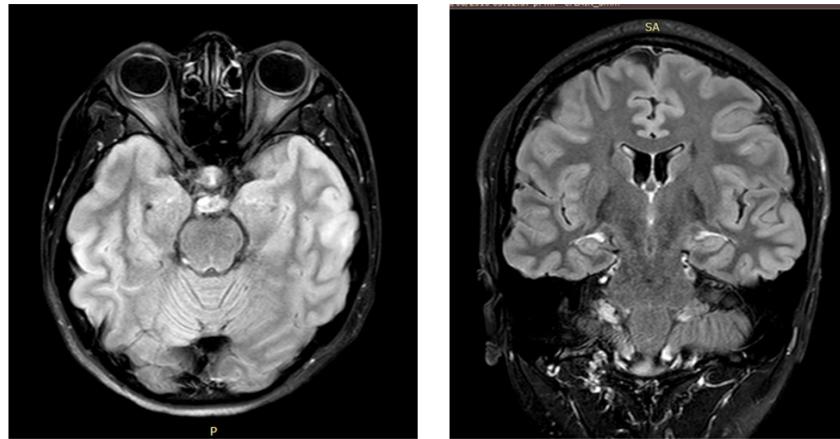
Hiperintensidad neocortical en RMN de encéfalo.
